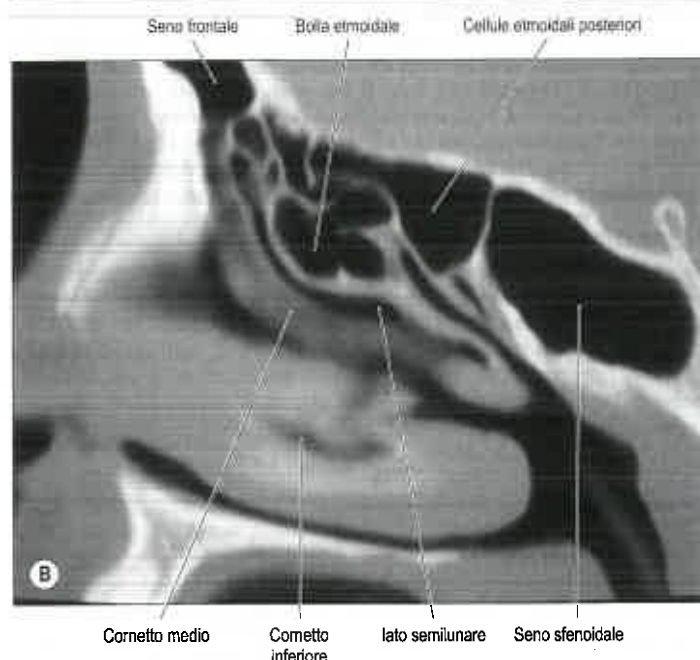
A,B. Scansione TC sagittale che mostra i seni frontale, etmoidale e sfenoidale. Le frecce indicano lo lato semilunare in (A). (A. Per gentile concessione del Prof. D Bell.)
